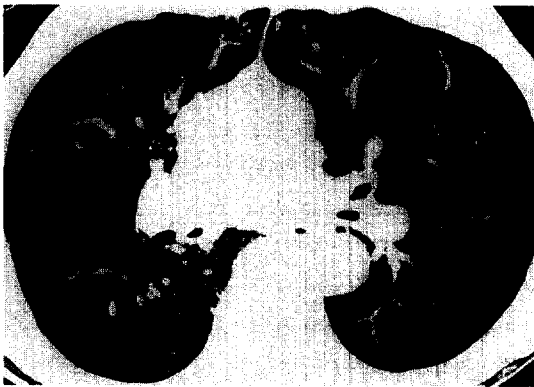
Pre-operative HRCT (expiratory phase) showing inhomogeneous pattern of emphysema (more severe in both lower lobe)
